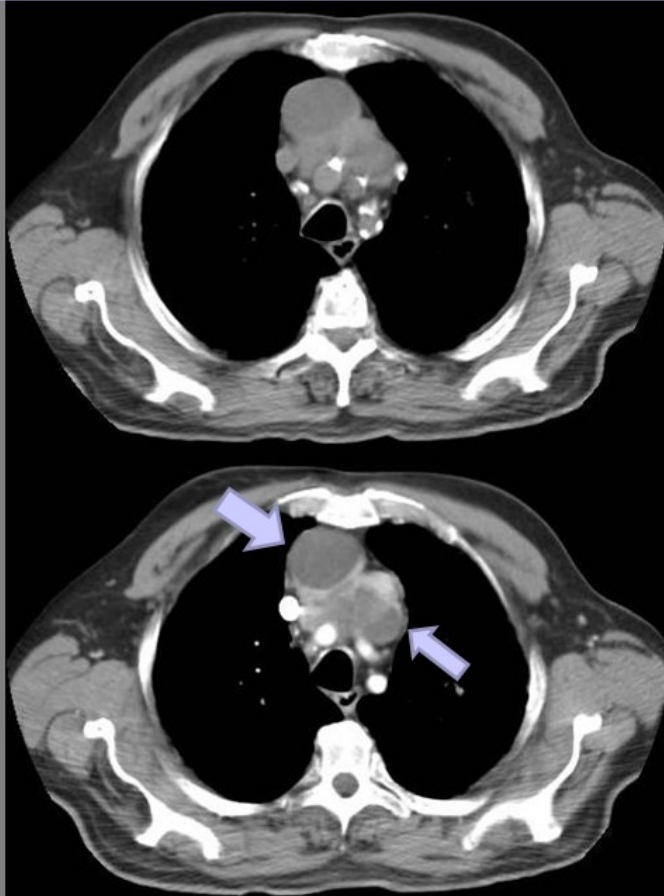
TIMOMA MIXTO AB de la OMS, ESTADIO I MASAOKA Varon 75 años asintomático TAC SIN Y CON CIV a la altura de los TSA: Masa mediastínica anterior (región prevascular), en íntimo contacto con troncos supraaórticos, heterogénea, con amplias áreas quísticas en su interior (flechas). TTO: Extirpación quirúrgica
